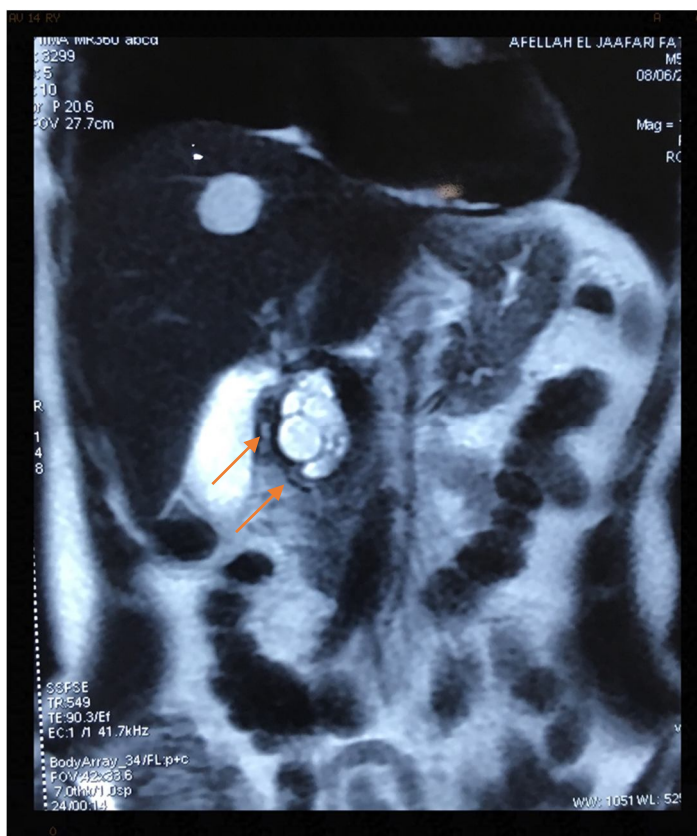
IRM abdominale, coupe coronale en T2 montrant la tumeur en hypersignal.
